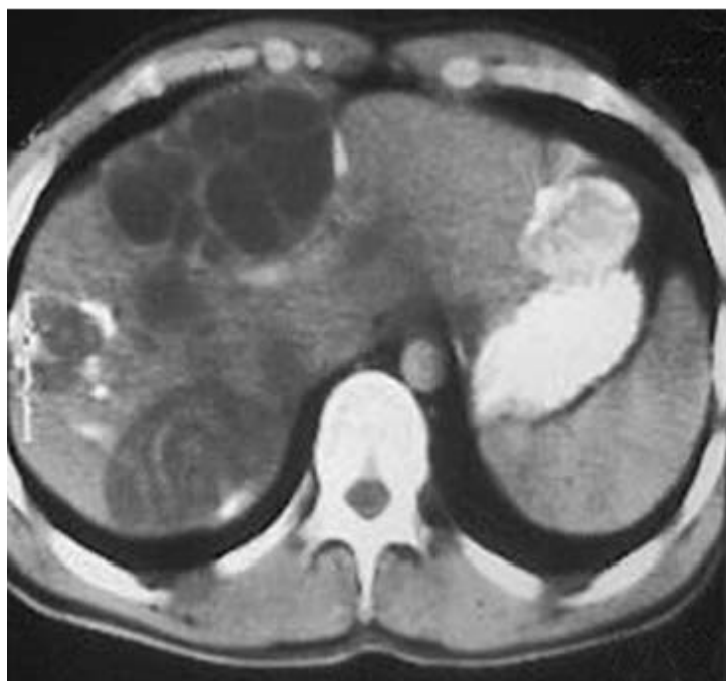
kyste hydatique calcifié sur une TDM abdominale [16].
